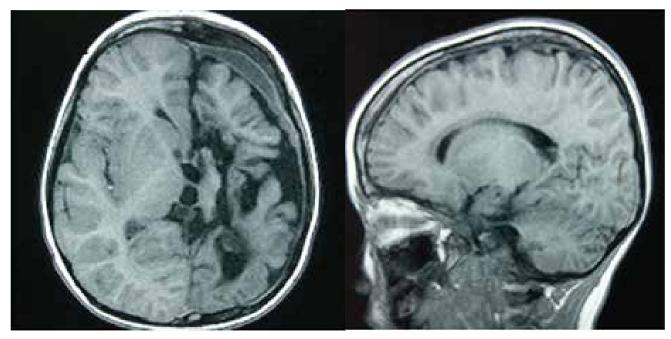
Пациентка 3. Послеоперационная магнитно-резонансная томограмма головного мозга через 3 месяца.
